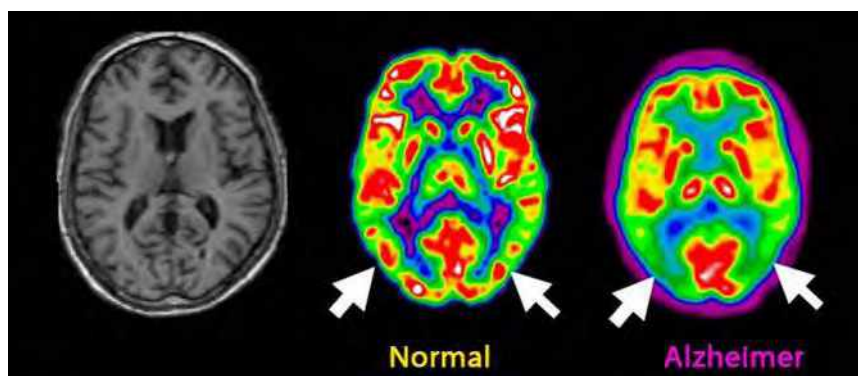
Enfermedad de Alzheimer (EA) en la RM (afaga.com).
